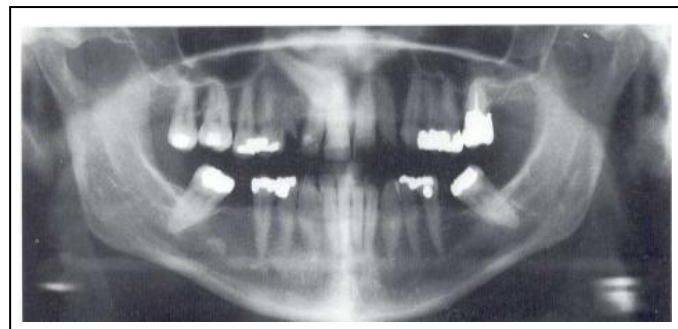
Orthopantomogramme montrant une 13 en position palatine.
